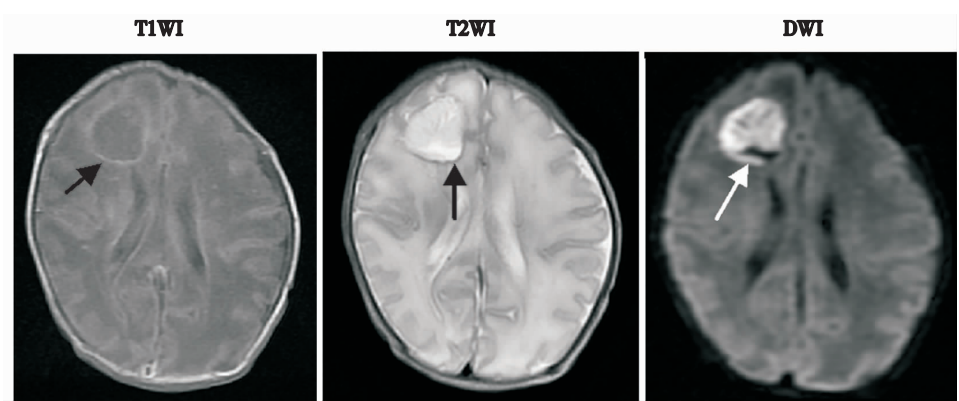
阴沟肠杆菌化脑患儿在头颅 MRI 上的表现 患儿,男,胎龄 33 周,日龄 15 d,病程 7 d。在 T1WI、T2WI、DWI 表现为右额顶叶类圆形片状长 T1、长 T2 信号影,周围带状短 T1 信号影,DWI 信号混杂,呈脑脓肿改变(箭头所示)。
